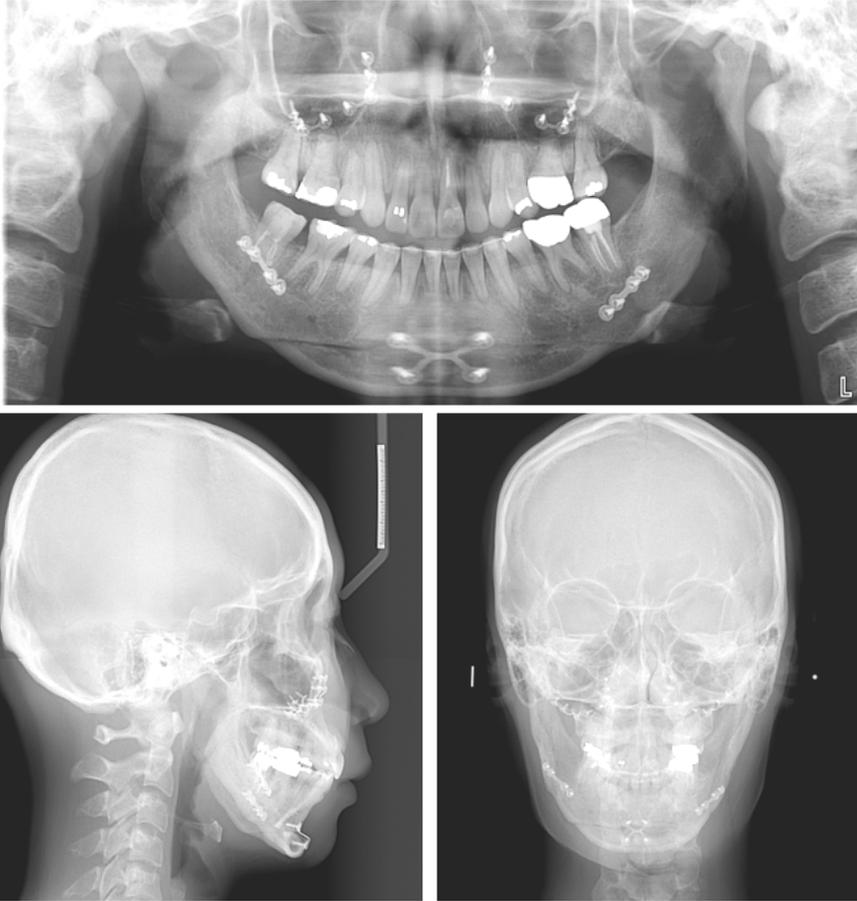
Final radiographs.
